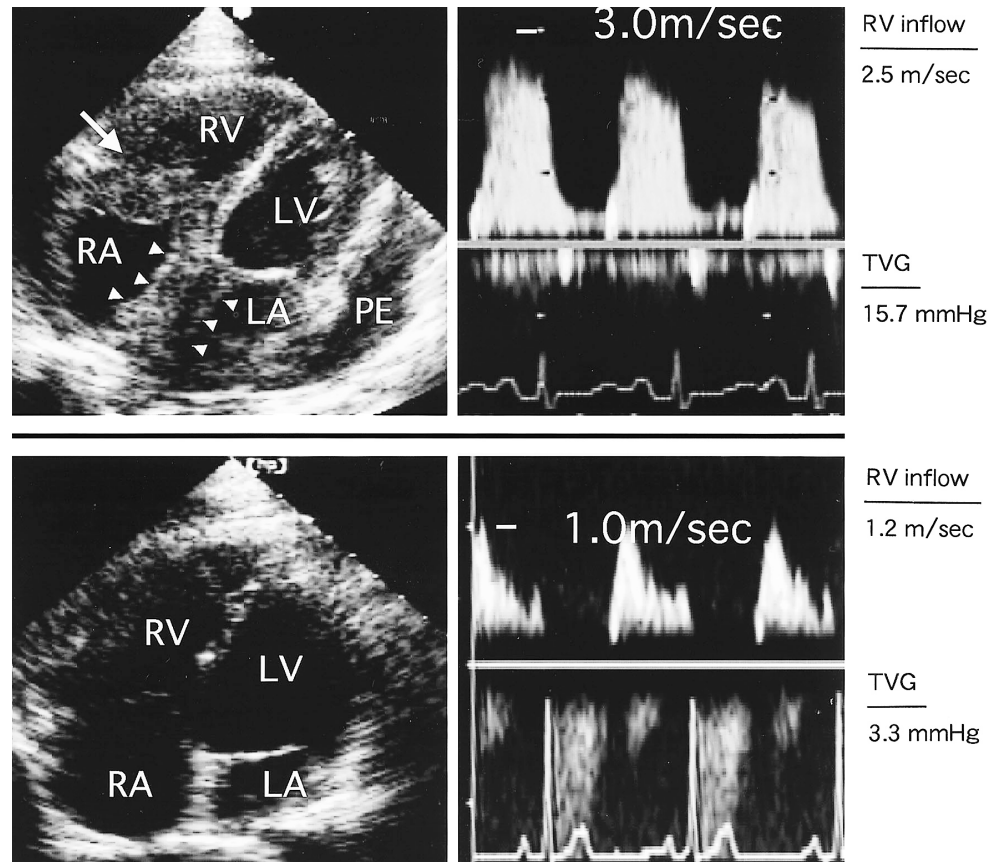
Two-dimensional and Doppler echocardiograms in the four-chamber view at first admission
